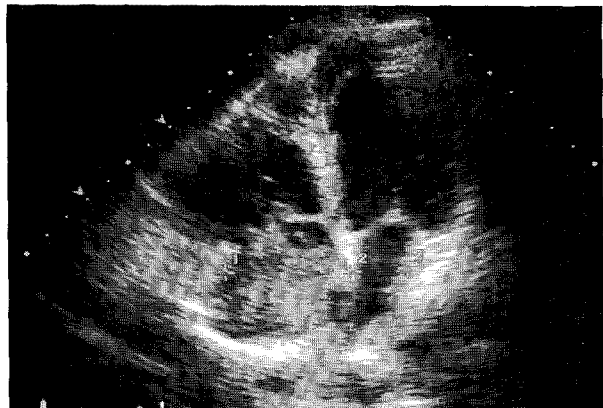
Echocardiography showed a carotid mass in the right atrium.
